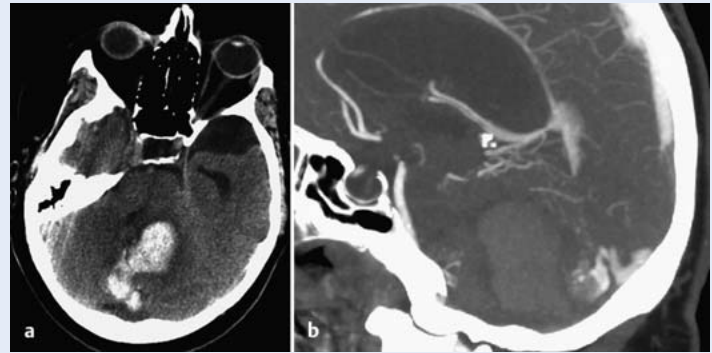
cCT nativ (a), CT-Angiografie (b).
